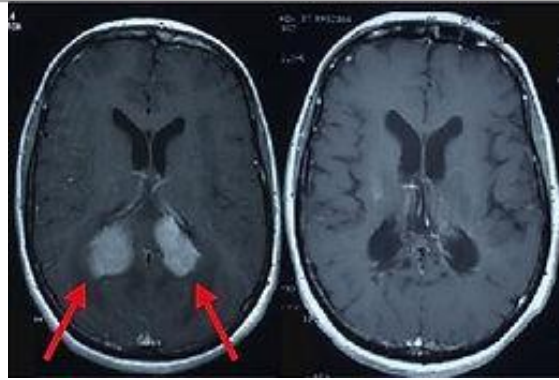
Figure 1 - IRM cérébrale : lymphome cérébral primitif (<https://www.reseauloc.org/lymphome-cerebral-primitif>)
